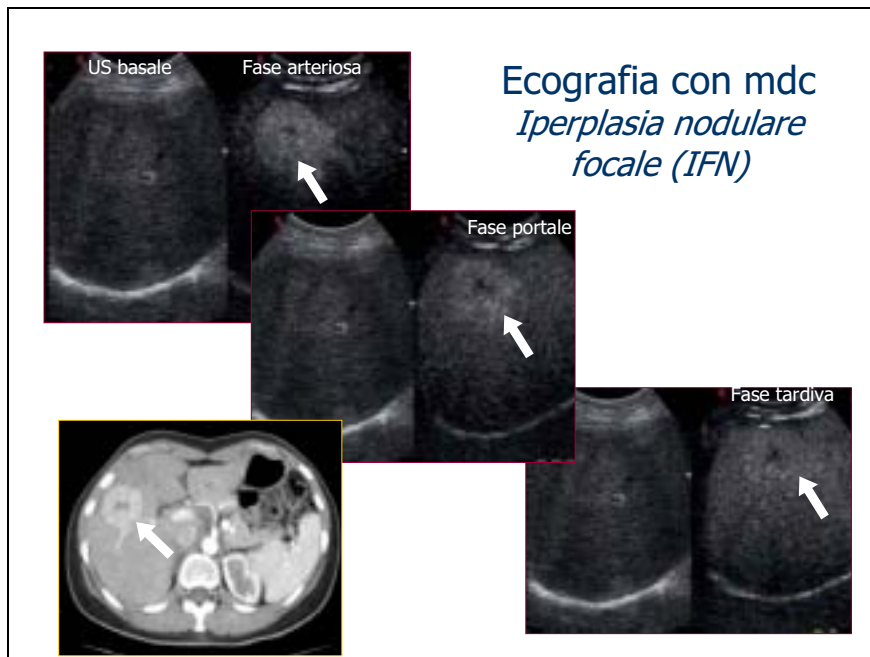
Angioecografia perfusionale del fegato con mezzo di contrasto (Sonovue). La lesione focale epatica del IV-V segmento assume il mdc in fase arteriosa (15-30 sec) in modo rapido e omogeneo tranne che nella sua porzione centrale (verosimile zona di cicatrice fibrosa), con la persistenza di tale flusso anche nelle fasi portale e tardiva (3-4 min), in cui la perfusione è quasi uguale a quella del parenchima epatico circostante (segno di benignità). Tale aspetto angioecografico è altamente suggestivo per IFN, e presenta elevata concordanza con la TC con mdc (in basso a sinistra).
